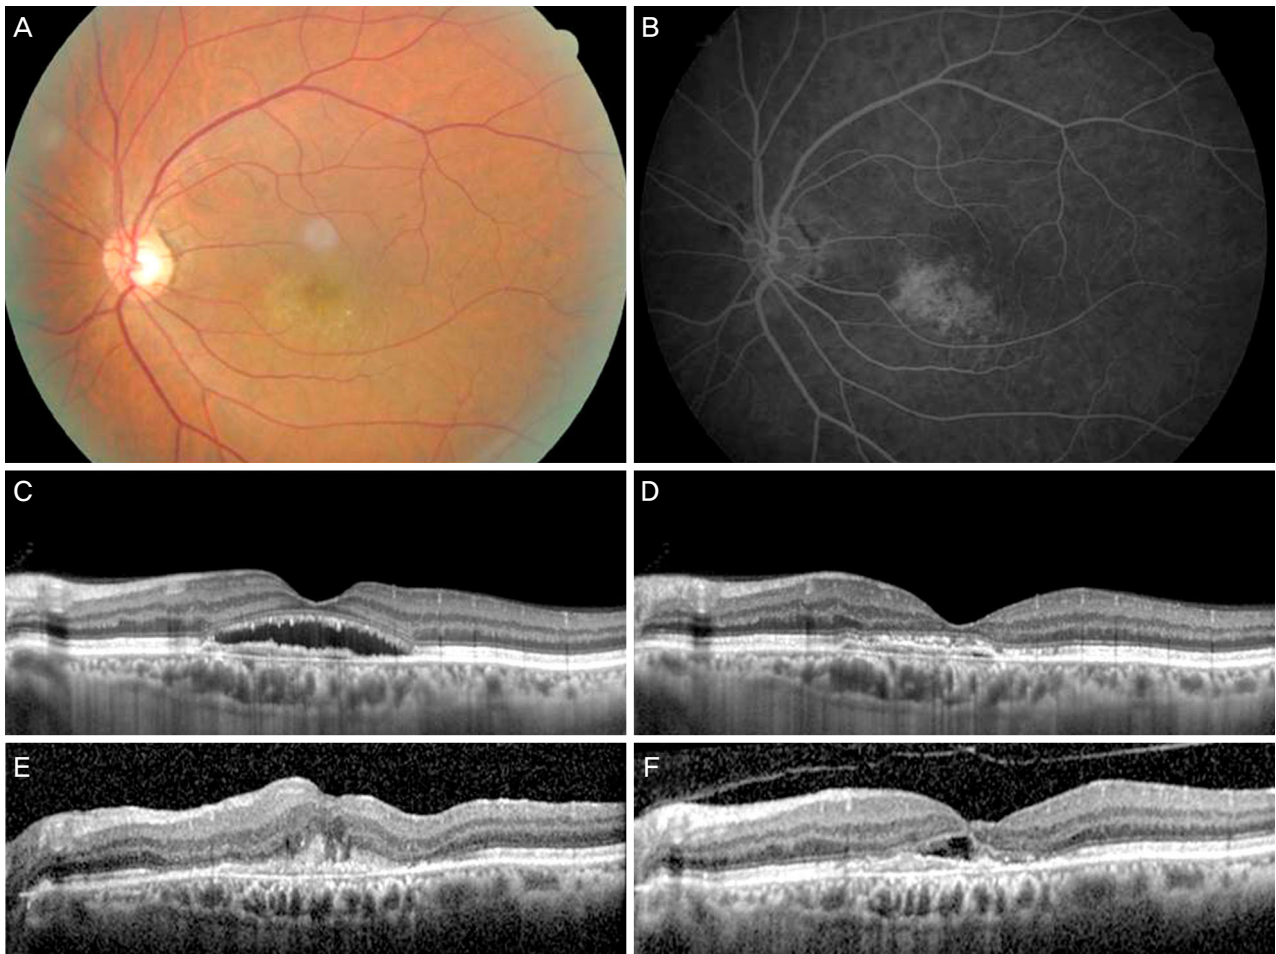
Fundus photography, fluorescein angiography (FA) and Optical coherence tomography (OCT). (A) Baseline fundus examination shows serous retinal detachment and some drusen. (B) Late phase FA shows occult choroidal neovascularization (CNV). (C) Baseline OCT shows type 1 CNV with subretinal fluid. (D) After treatment with 14 times intravitreal ranibizumab injections, OCT showed complete absorption of subretinal fluid. (E) This patient was treated with three intravitreal bevacizumab injections. OCT showed intraretinal fluid, increased retinal pigment epithelial detachment (RPED) and CNV. (F) Two weeks after the first intravitreal aflibercept injection, OCT showed a posterior vitreous detachment, subretinal fluid, decrease of RPED and impending macular hole.
